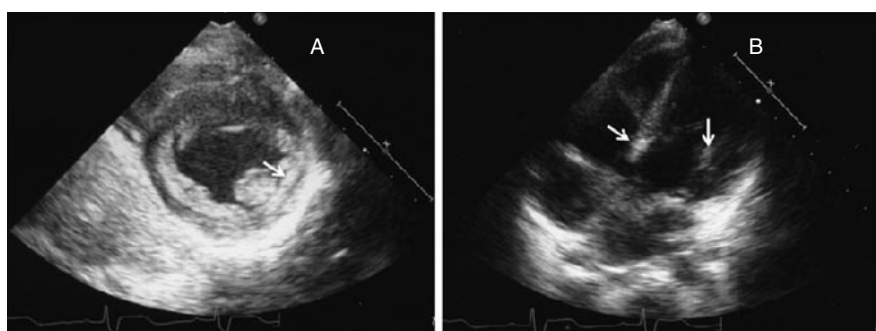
Two-dimensional echocardiogram one year after the appearance of disease revealed the hyperechogenic foci had reduced (arrows). Parasternal short axis view (A) and apical four chamber view (B).
